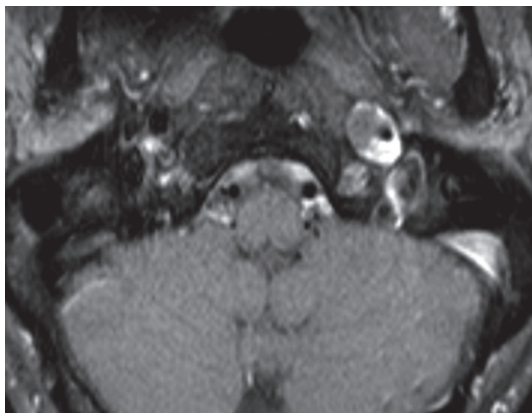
Dissection de la carotide interne se présentant sous la forme d'un hématome de paroi hyperintense en IRM pondérée en T1.
